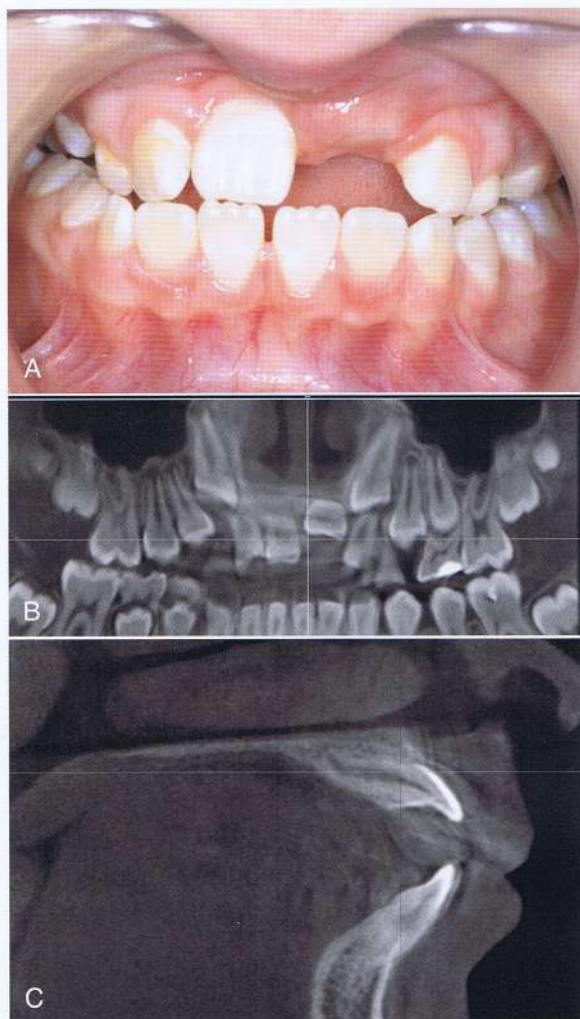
A, vista intraoral y (B y C) radiografías de una paciente de 10 años de edad, con el incisivo central superior izquierdo horizontalmente impactado.
